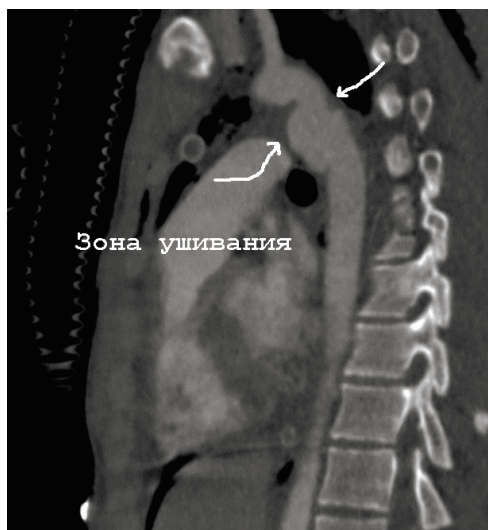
МСКТ-ангиограмма груди
